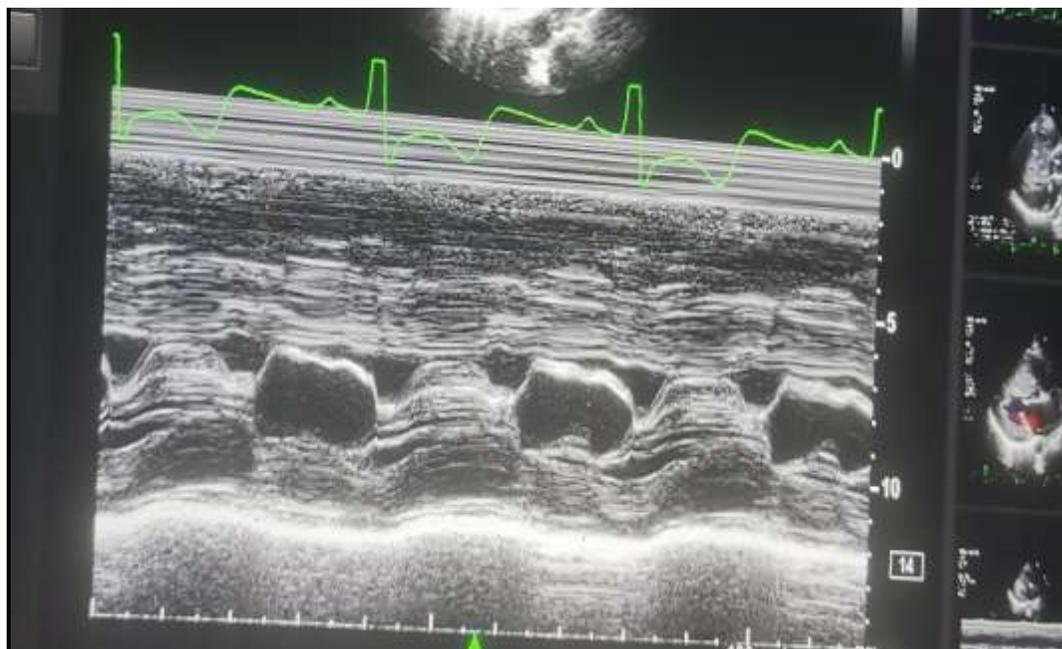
La coupe parasternale grand axe, curseur surla valve mitrale en mode TM montrant un SAM.
